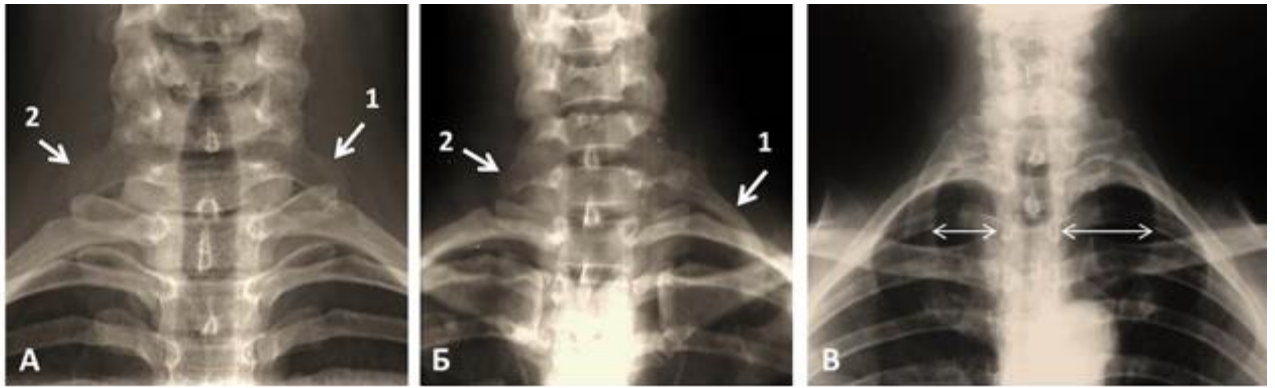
Костные аномалии, выявленные при рентгенологическом обследовании: А – двусторонние неполные шейные ребра от С7; Б – неполное шейное ребро от С7 слева (1); гипертрофия поперечного отростка от С7 справа (2); В- аномалия расположения 1 ребра справа
